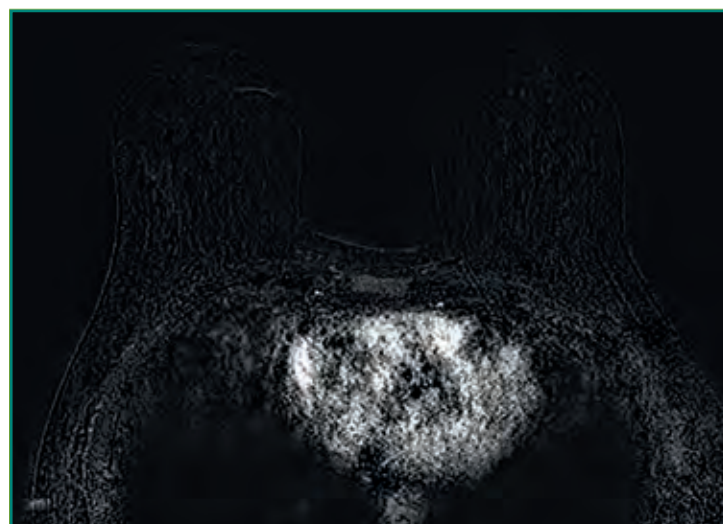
RM de mama normal: poscontraste; imagen axial de sustracción.
